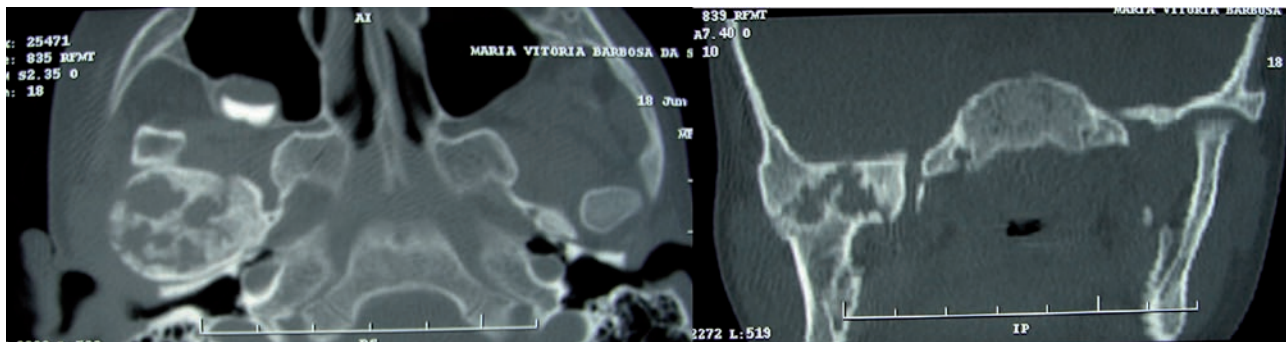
Tomografia em que se observa massa anquilótica no ramo direito da mandíbula.
